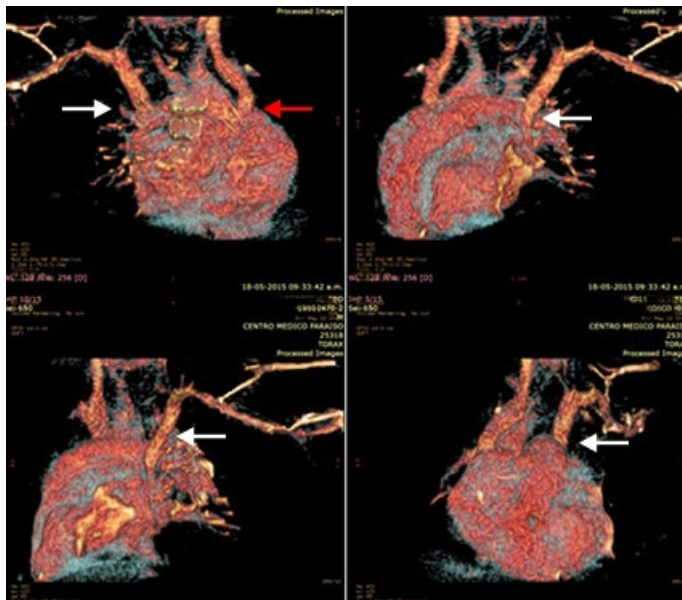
Tomografía computarizada multidetector. Reconstrucción. Vena cava superior derecha rellena de contraste (flecha roja); vena cava superior izquierda persistente (VCSIP) (flecha blanca)
